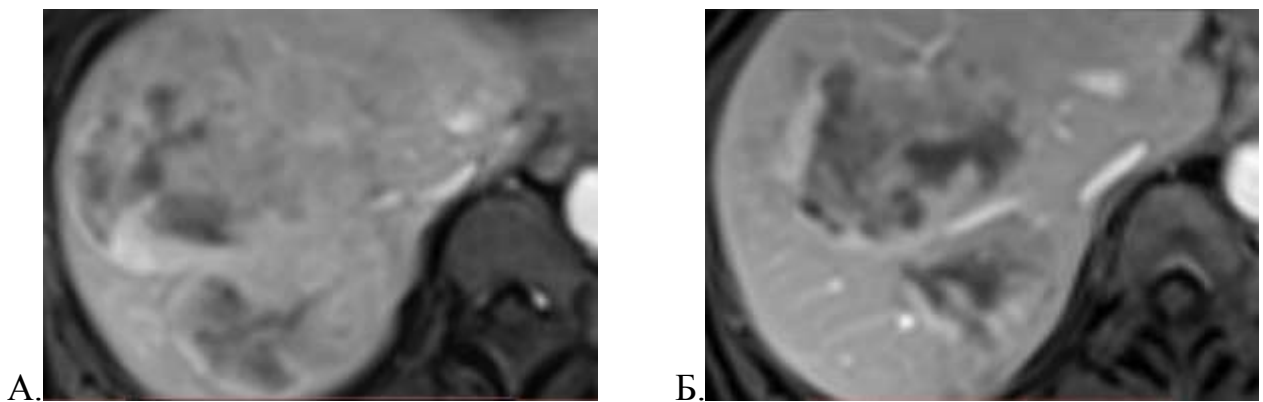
МРТ органов брюшной полости, T1-ВИ в аксиальной проекции пациента с метастазами НЭО в печени: А. – до ТАХЭ; Б. – после ТАХЭ
